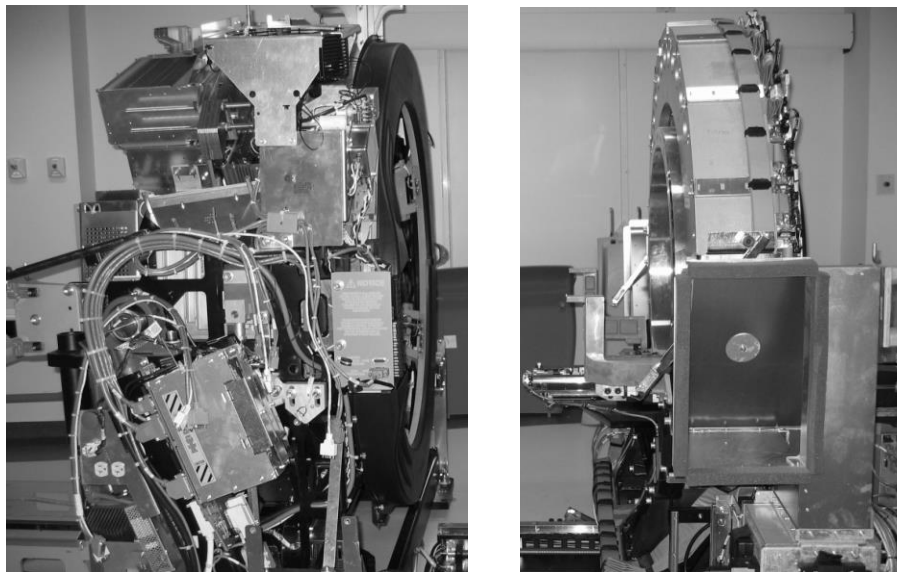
Visão interna gantry separados para a tomografia (esquerda) e PET (direita). Fonte: Hospital Albert Einstein
